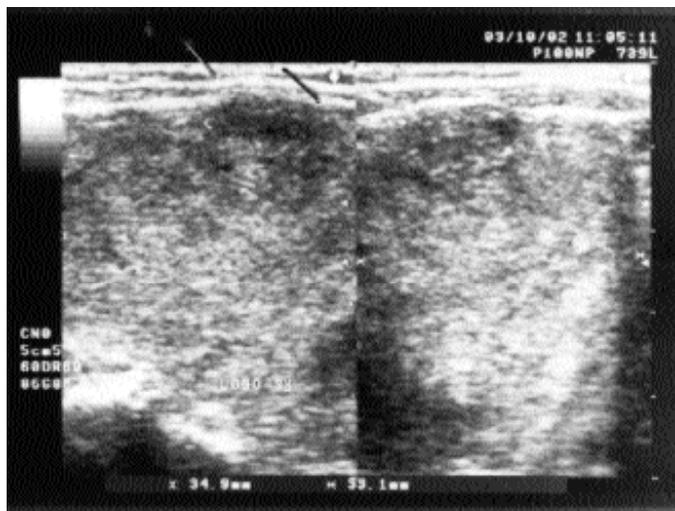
Ecografia tiroidea.
